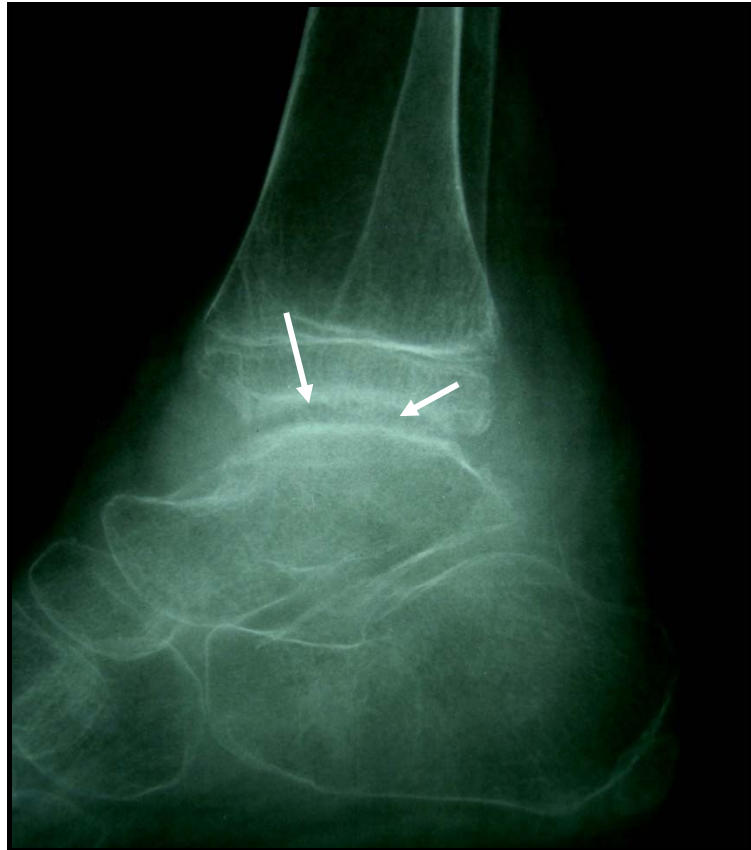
Radiographie de la cheville droite de profil révélant Une irrégularité des berges articulaires de la tibio-astragaliennne (Observation N°3)
